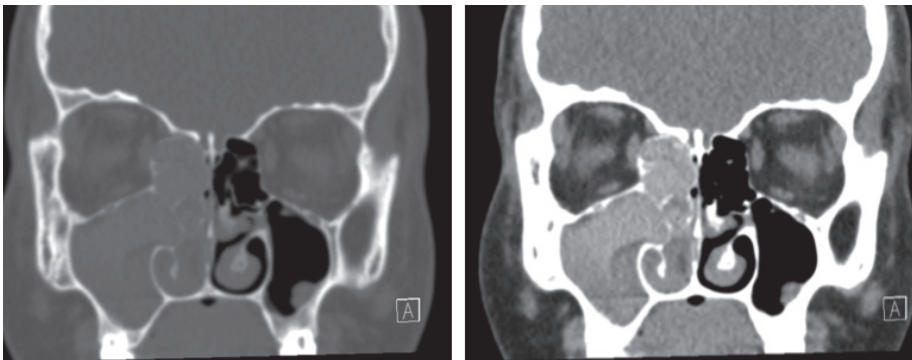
Sinusite fúngica alérgica. Um paciente masculino com 15 anos de idade veio na clínica de ORL com história de, há um ano, congestão e obstrução nasal do lado direito. Um polipo nasal no lado direito foi identificado durante o exame físico. Foi feita uma TC da região sinusal, sem contraste. “Janelas” ósseas e de tecido mole são mostradas acima. Existe uma opacificação unilateral das cavidades sinusais, ocupada por um material hiperdenso em expansão, remodelando, e adelgaçando as paredes sinusais.
